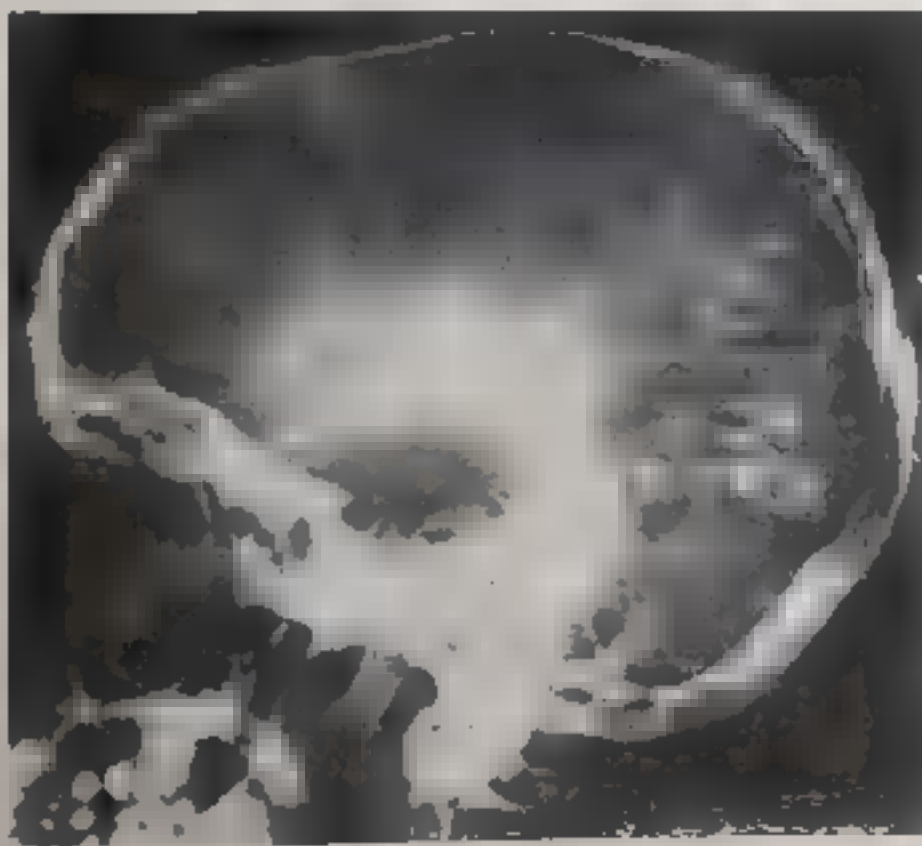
Ангиорентгенограмма черепа 12-летнего мальчика
